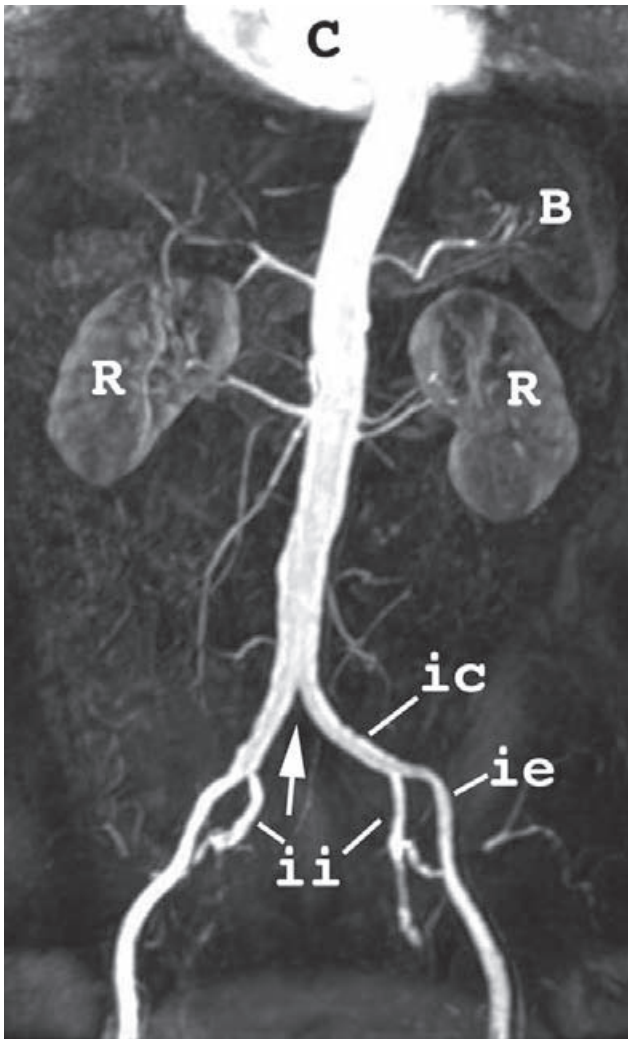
RM de la aorta abdominal. (c) corazón; (B) bazo; (R) riñones; (ic) arteria iliaca común; (ie) arteria iliaca externa; (ii) arteria iliaca interna. La flecha señala la bifurcación de la aorta. Obsérvense las arterias que se dirigen al bazo (esplénica) y a los riñones (renales).
